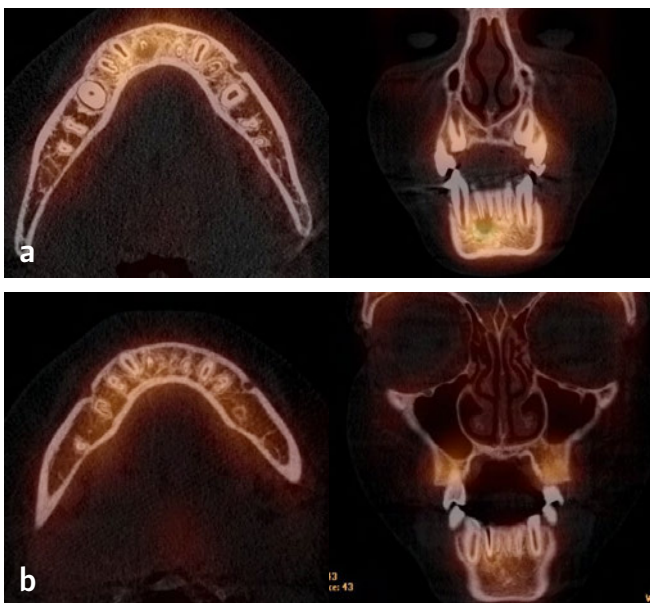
SPECT/CT-Verlaufskontrollen (links axiale, rechts koronare Schichten)
